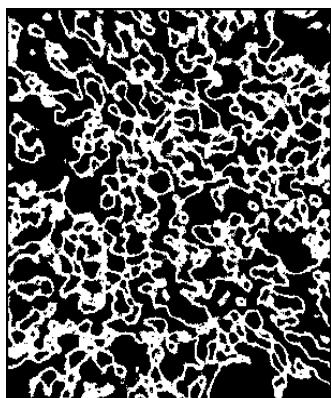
Calibração da microtomografia no programa *ImageJ*.
